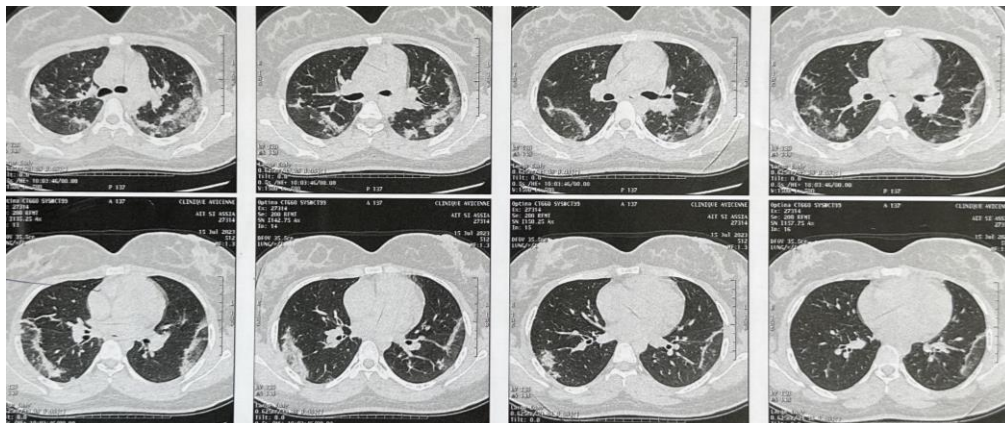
TDM thoracique montrant des foyers de condensation bilatéraux, diffus, périphériques, avec un aspect en halo inversé
